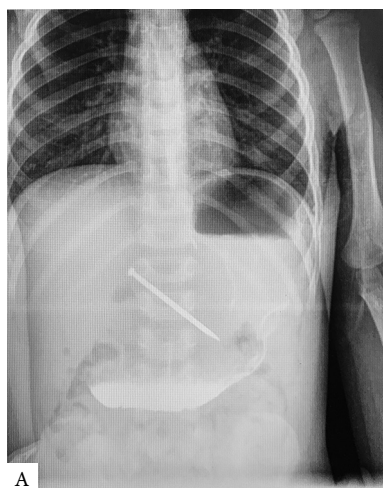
Полипозиционная рентгеноскопия брюшной полости с контрастированием (прямой и боковой снимки) (тень гвоздя длиной 7 см в проекции желудка).
